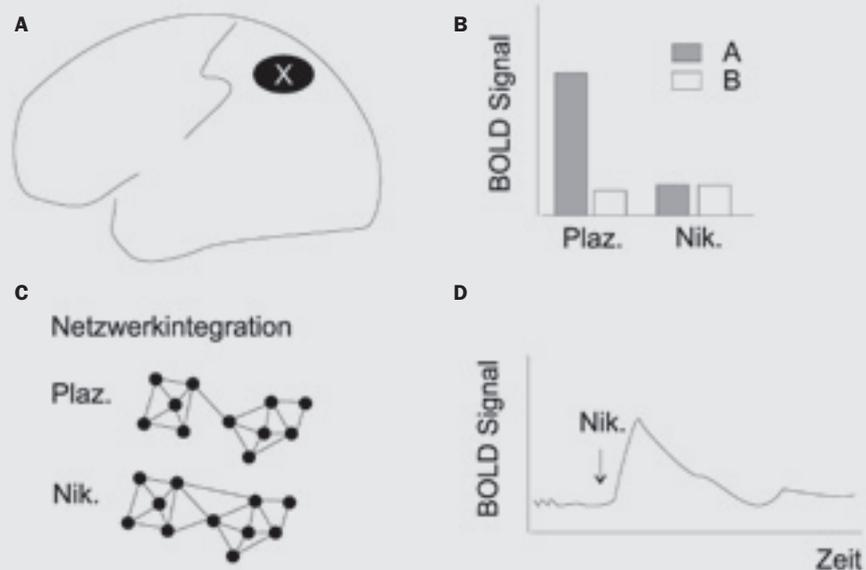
Unterschiedliche pharmakologische fMRT-Ansätze. Pharmakaeffekte im Rahmen kognitiver Paradigmen beschreiben eine stimulus-spezifische Modulation von Hirnaktivität. Beispielsweise könnte die unter (A) eingezeichnete Hirnregion X eine wie in (B) dargestellte Modulation zeigen, bei der es zu einer Reduktion von Aktivität auf den Stimulus A kommt. Ein solches Muster wurde im Parietalkortex beim Reorientieren der Aufmerksamkeit gefunden, hier kam es zu einer Reduktion der BOLD-Aktivität in invaliden Trials unter Nikotin. Beim pharmakokinetischen Ansatz könnte sich hingegen Hirnregion X dadurch auszeichnen, dass es nach Pharmakagabe im MRT einen wie unter (D) dargestellten Anstieg im BOLD-Signal gibt, der den pharmakokinetischen Parametern entspricht. Ein solches Muster wurde beispielsweise im Nucleus accumbens gefunden. Unter (C) ist vereinfacht illustriert, wie Pharmaka die Organisation von Hirnnetzwerken verändern können. Das Netzwerk unter Nikotin weist eine stärkere Integration auf.
